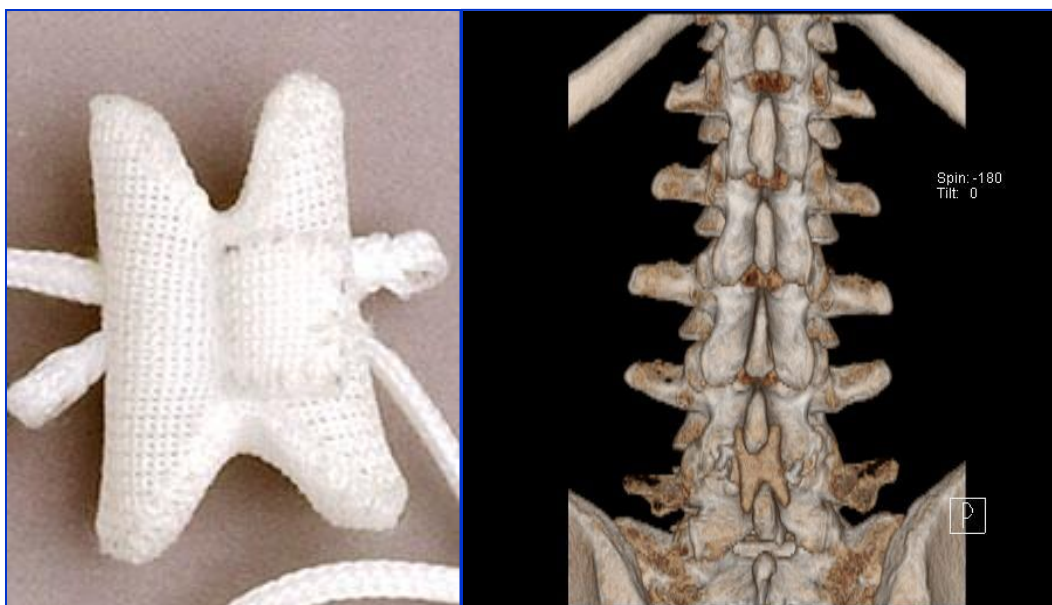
Межкостистый имплантат DIAM (справа), 3D МСКТ-реконструкция поясничного отдела позвоночника с установленным межкостистым имплантатом DIAM (справа).
